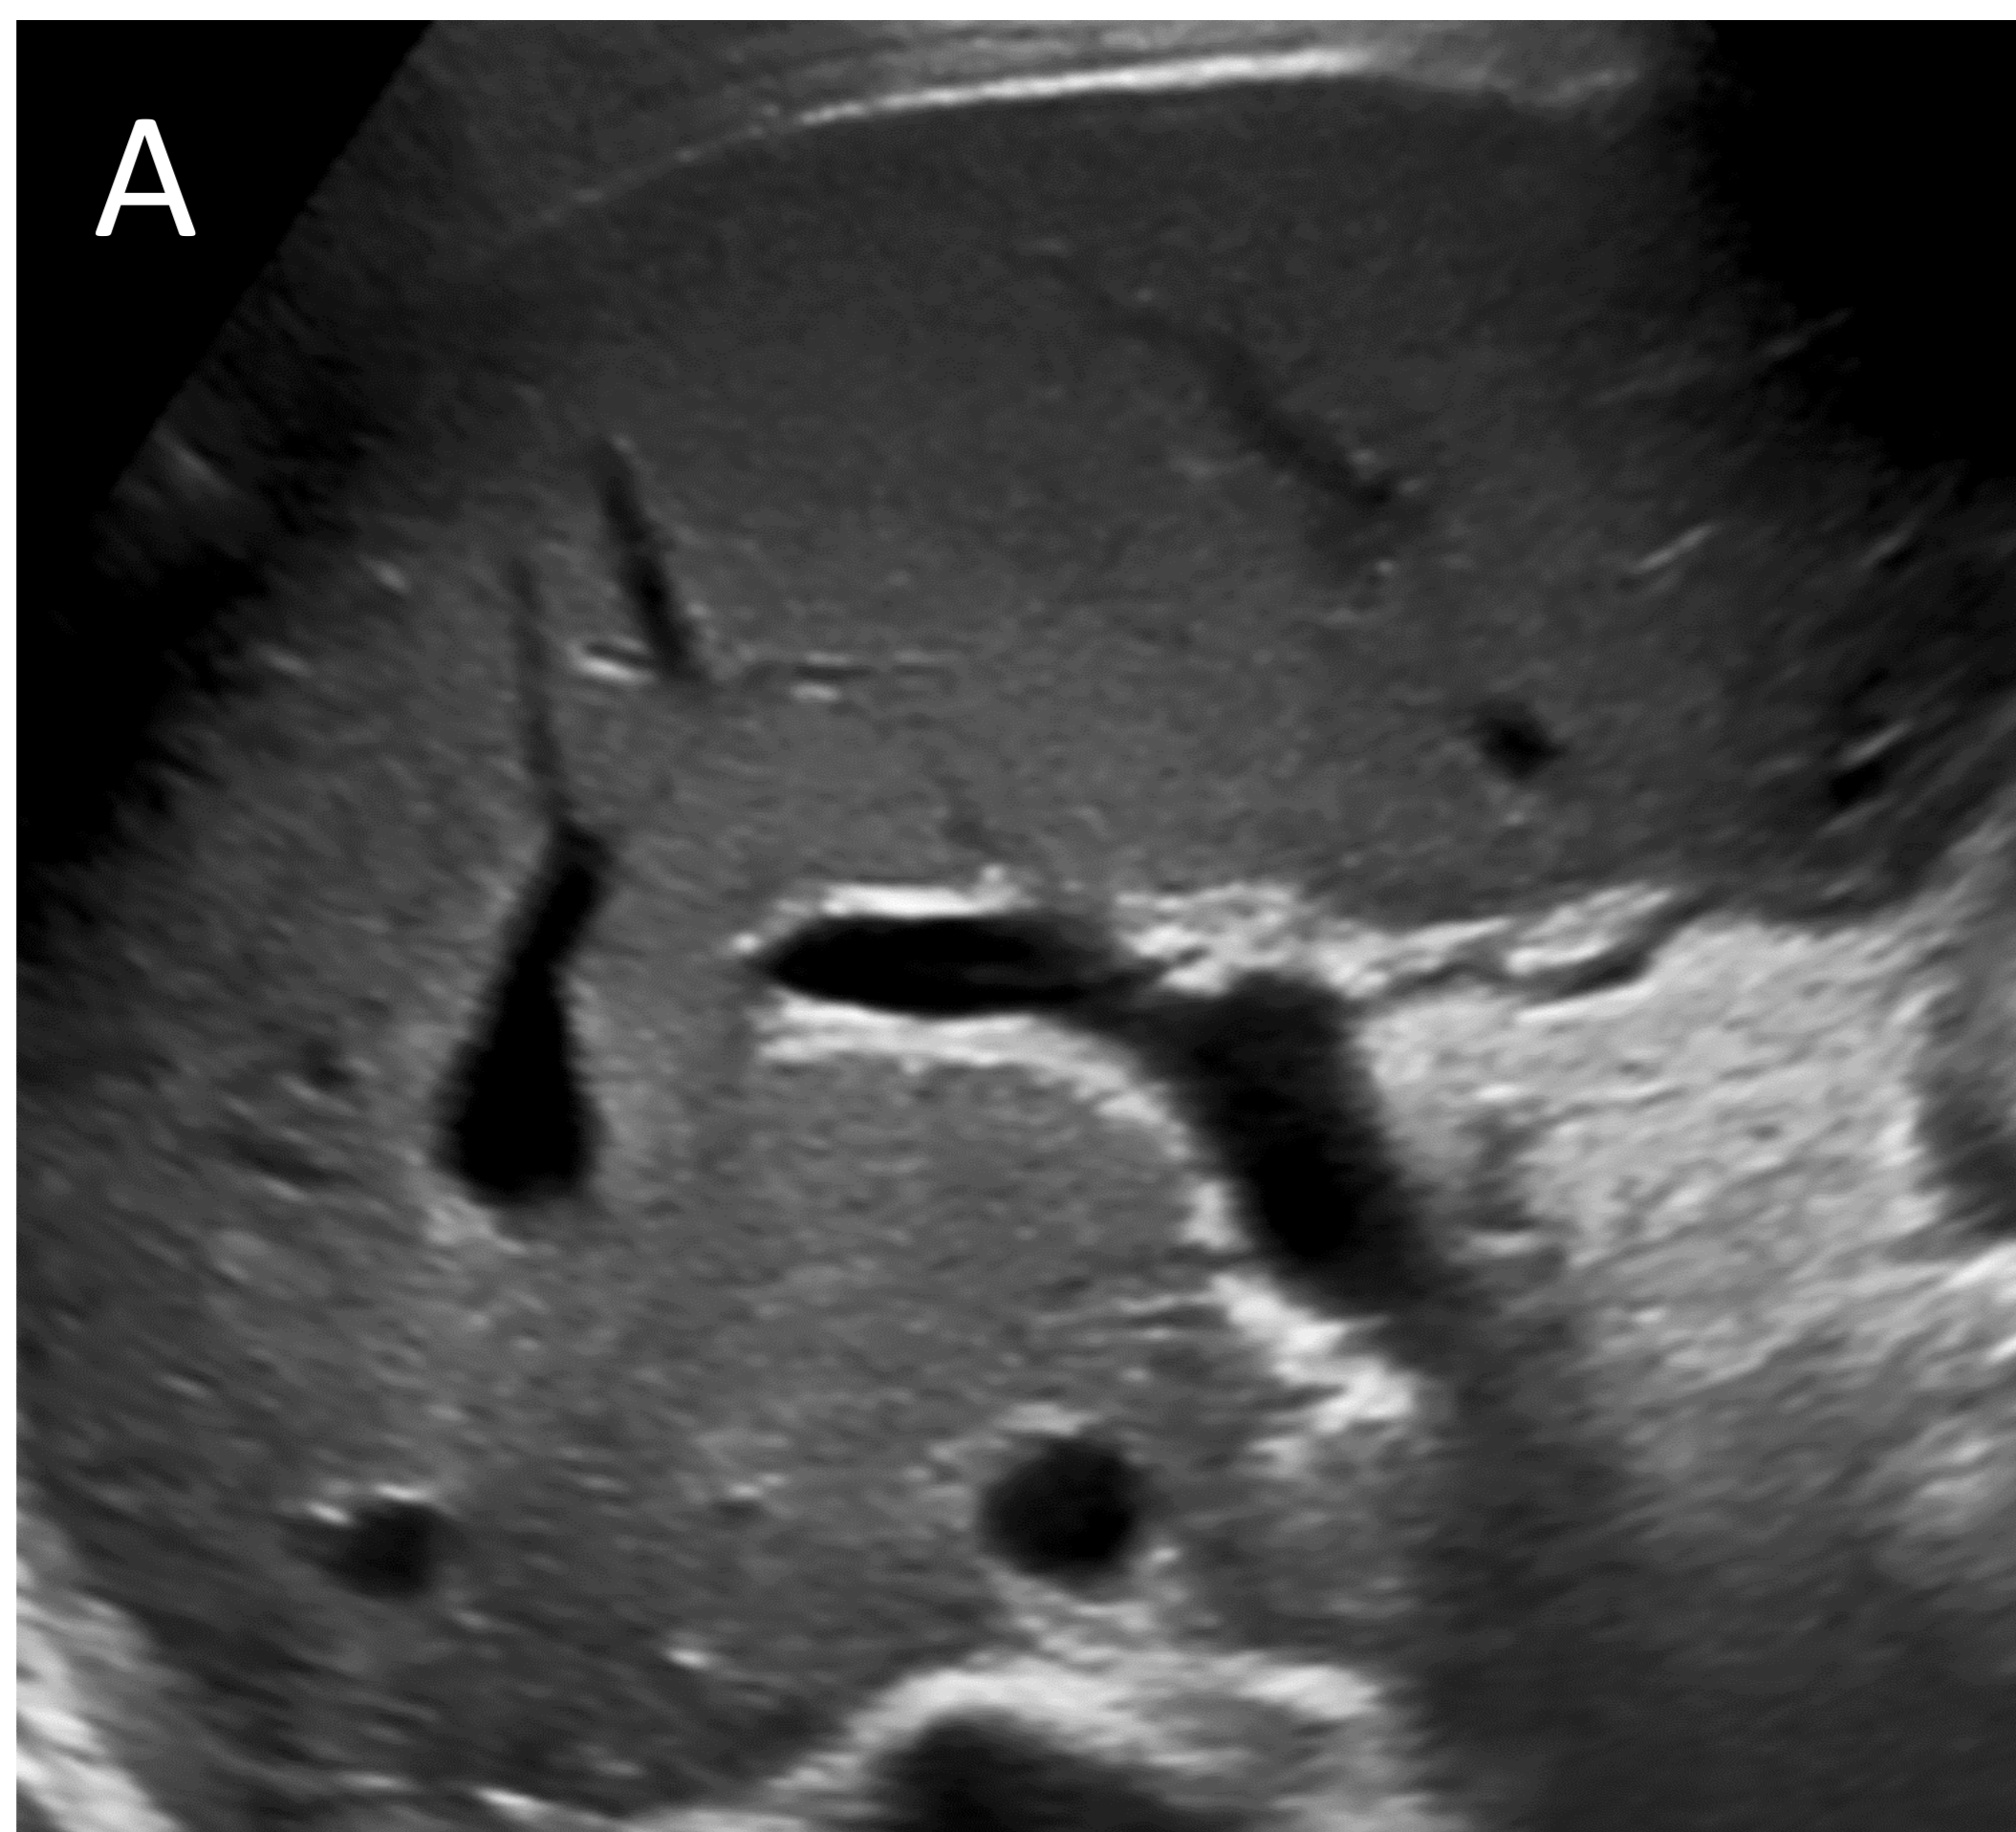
Ecografía en injerto hepático a las 24 horas
